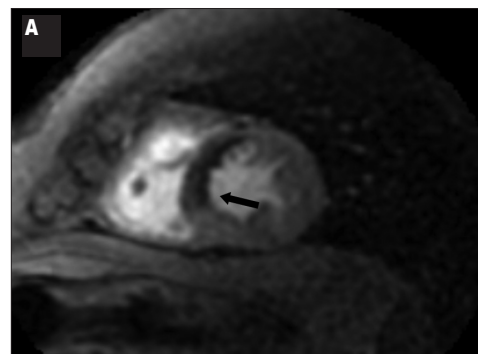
МРТ-зображення за методикою delayed myocardial enhancement
